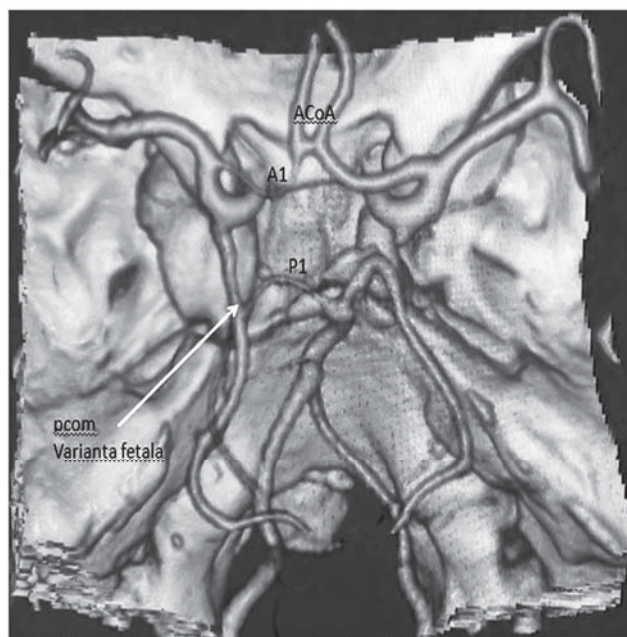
CT angiografie cu vizualizarea asimetriei poligonului Willis.
